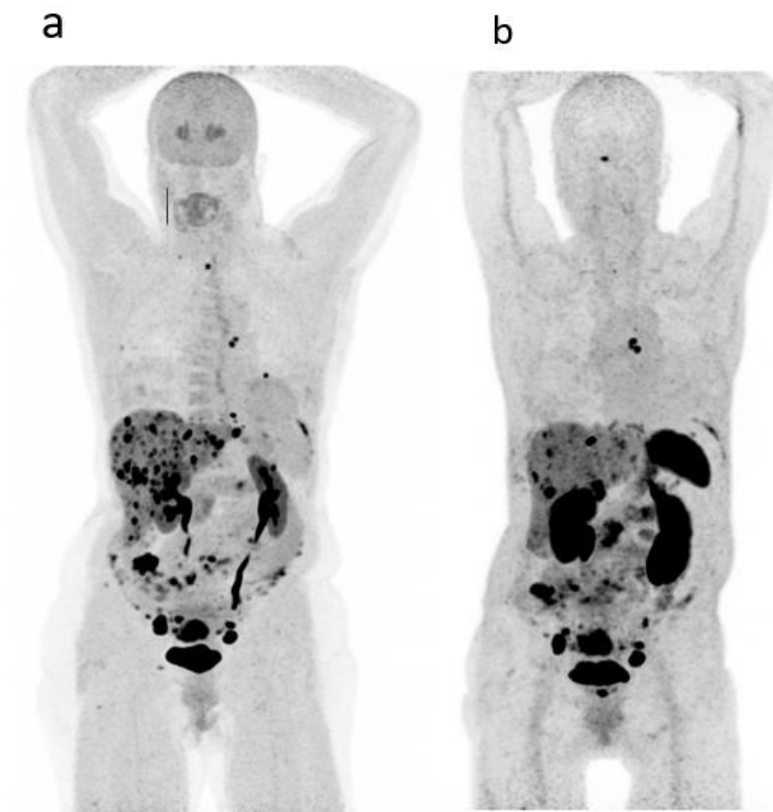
Comparatif  $^{18}\text{F}$ -DOPA -  $^{68}\text{Ga}$ -DOTA-TOC dans les TNE du midgut. Vue MIP d'une patiente suivie pour une TNE iléale d'emblée métastatique ganglionnaire, hépatique, péritonéal et osseux. La TEP TDM à la  $^{18}\text{F}$ -DOPA (a) met en évidence d'avantage de lésions et avec plus de contraste que la TEP TDM au  $^{68}\text{Ga}$ -DOTA-TOC (b)
